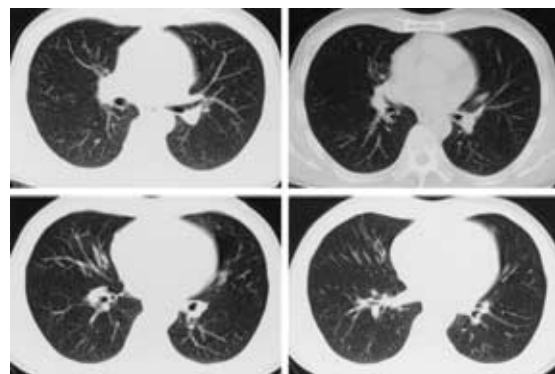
Chest CT after 3 months of treatment using by Praziquantel shows disappearance of the mass shadow.
